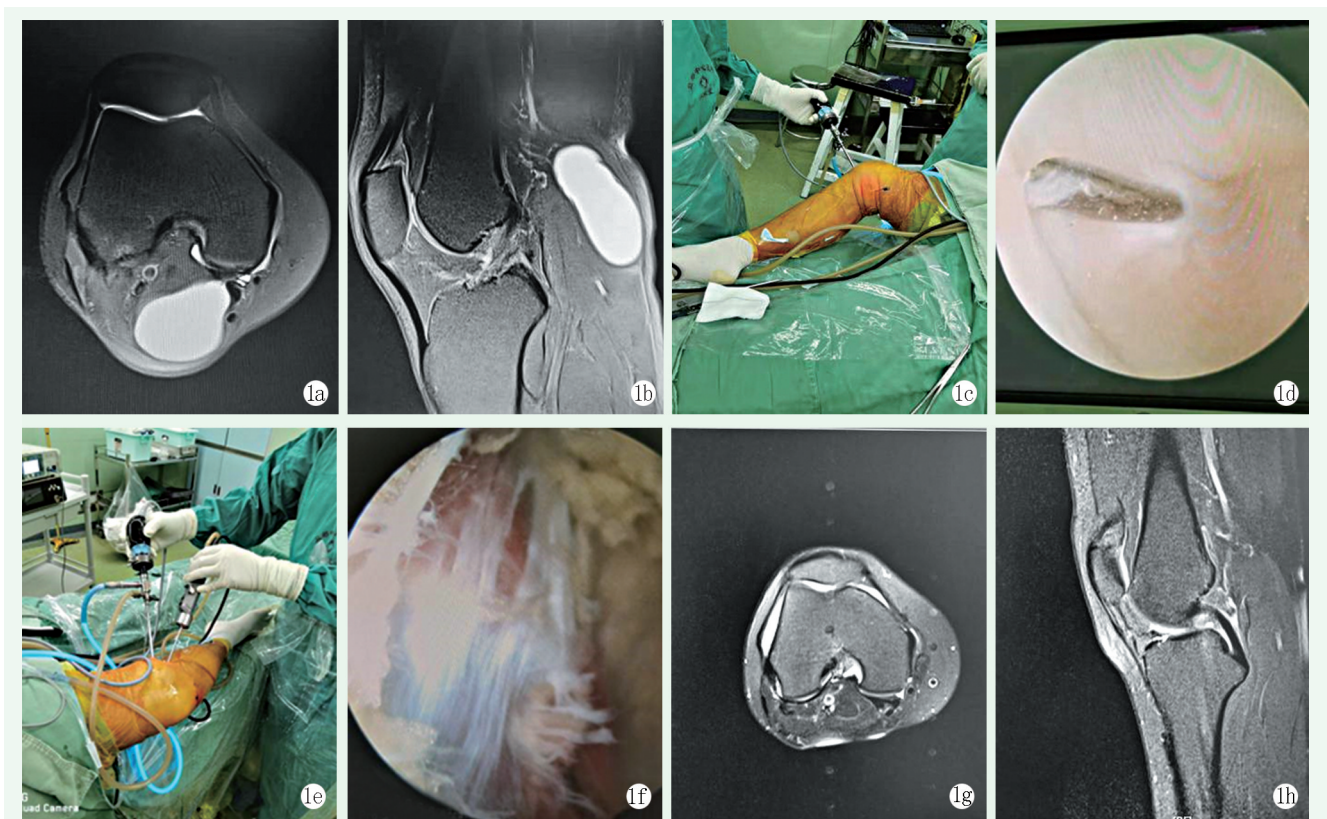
患者，女，58岁，因右膝关节活动受限入院，诊断为右膝腘窝囊肿，行镜下囊肿切除（AC） 1a: 术前轴位MRI显示囊肿位于后内侧 1b: 术前矢状位MRI囊肿情况 1c: 术中前外侧高位入路 1d: 术中后内侧入路镜下穿刺情况 1e: 术中后内侧双入路 1f: 术中关节镜下囊壁切除情况 1g: 术后轴位MRI显示囊肿未复发 1h: 术后矢状位MRI示囊肿未复发
